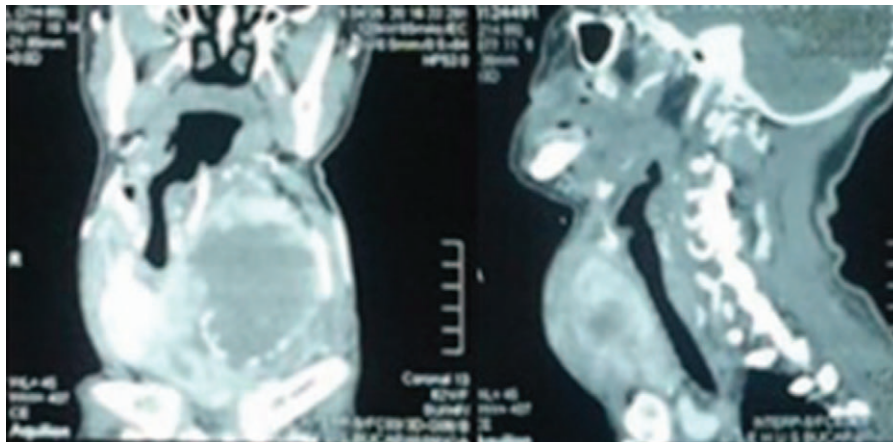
Tomografía de cuello.
